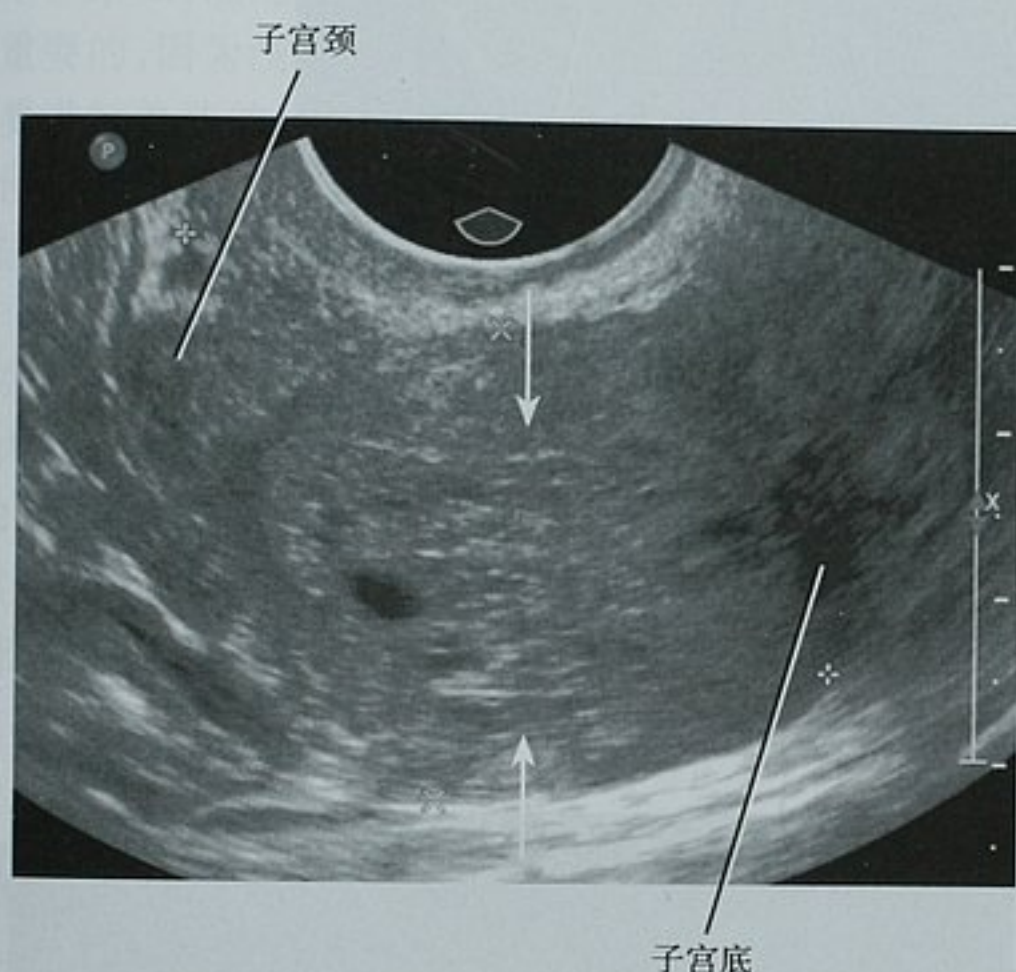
一位接受他莫昔芬治疗患者的后倾子宫经中线的矢状位阴道超声图像。子宫内膜带(箭头之间)扩大(19mm),伴小囊性改变。活检证实为良性子宫内膜增生
